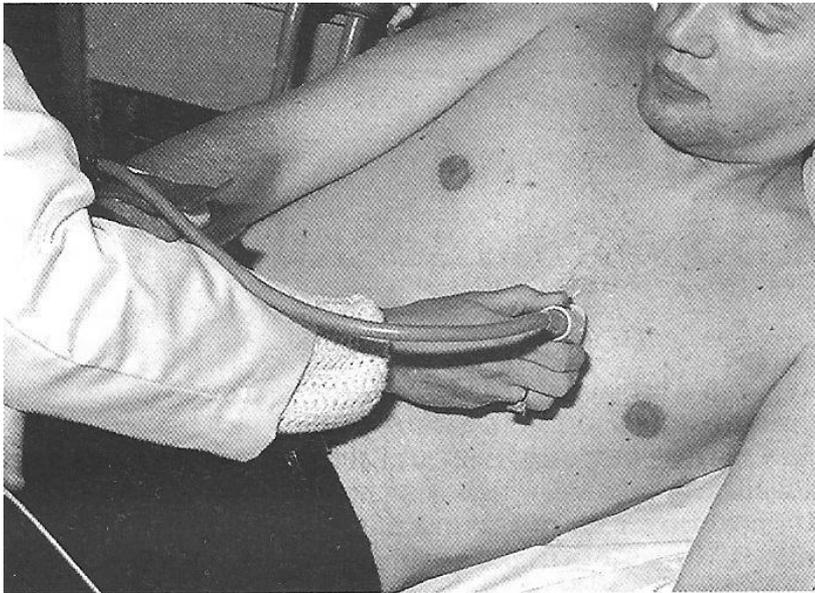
Эхокардиографическое исследование при левом парастеральном положении датчика.
